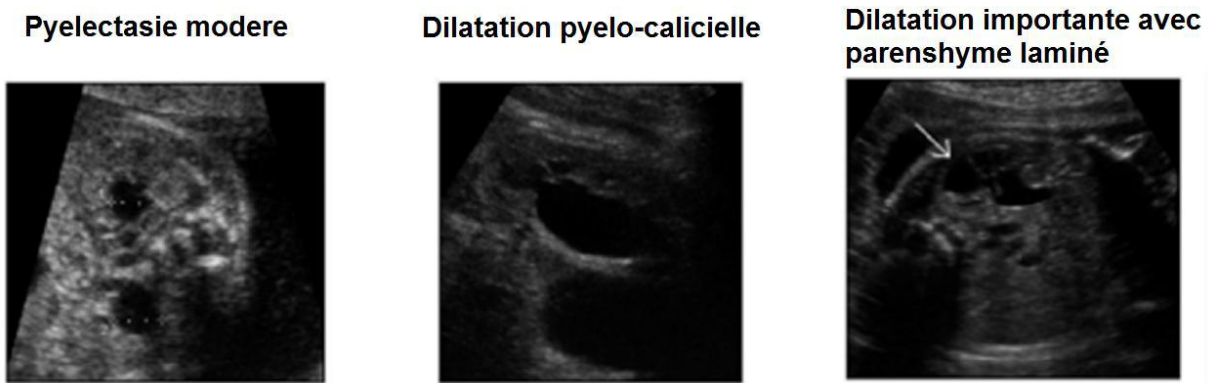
Figure montrant 3 Images échographiques de dilatation pyélocalicielle secondaire a l'anomalie de jonction pyélo-urétérale vues en période anténatale [79]
